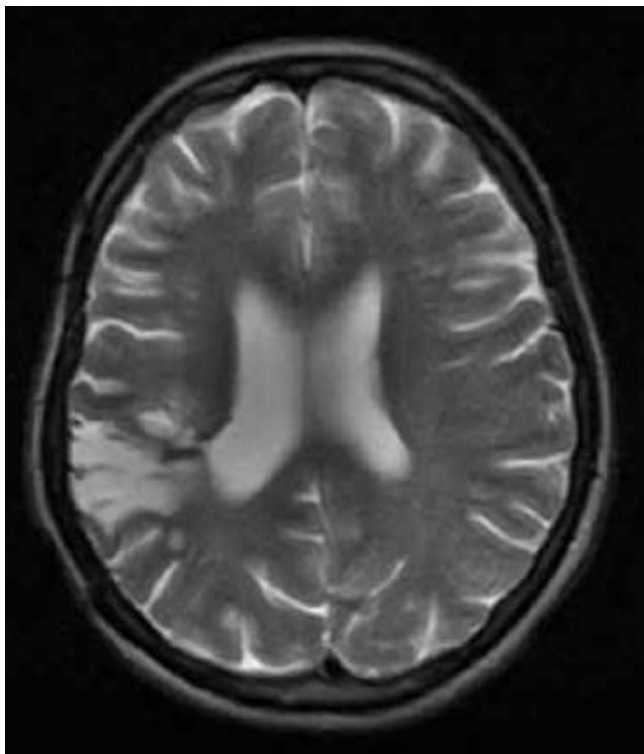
МРТ головного мозку (Т2 ЗЗ, аксіальний зріз) через 2 роки після операції. Кавернома видалена тотально (спостереження №10, хвора М-о, історія хвороби №10, хвора М-о, історія хвороби №62).
